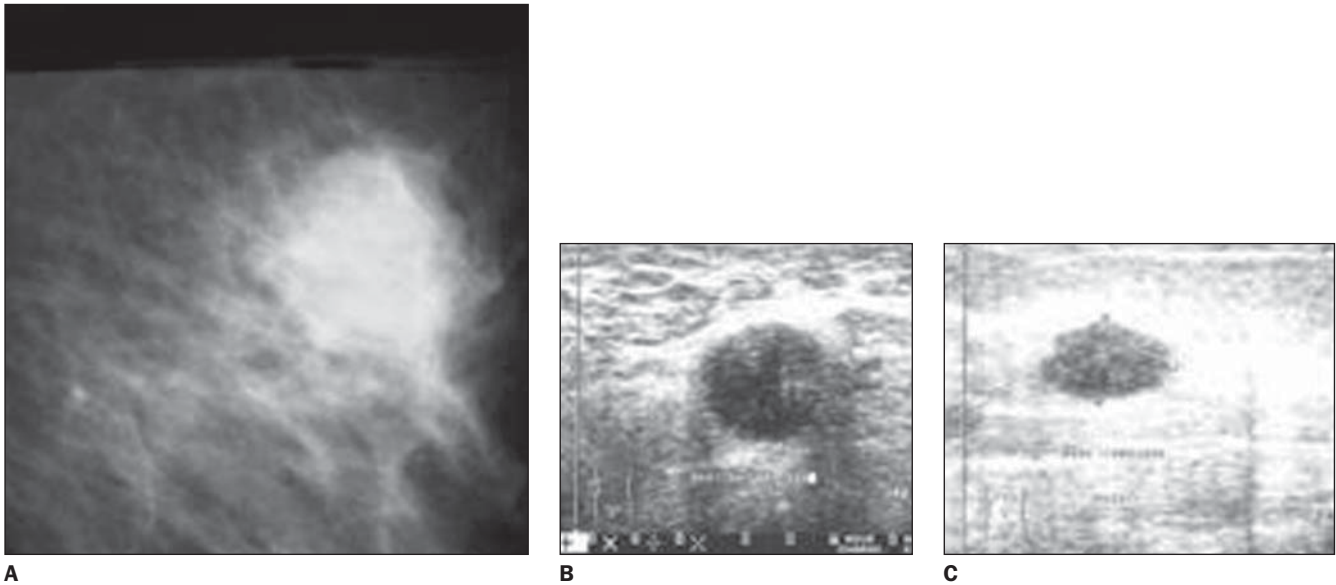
Mamografia mostra nódulo de forma irregular e margem obscurecida (A). Categoria IV BI-RADS. Apresenta-se hipoecóico na ultra-sonografia (B,C).
